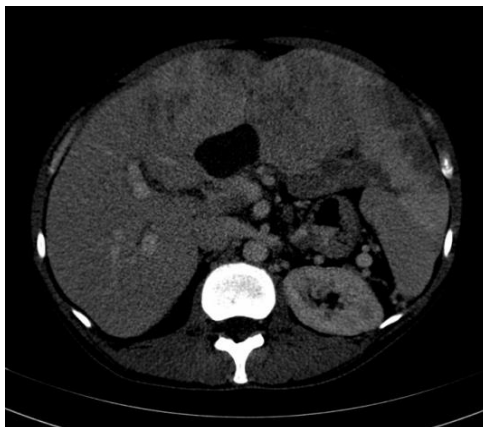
КТ брюшной полости, венозная фаза. 19.12.2011 г. (в процессе лечения).
